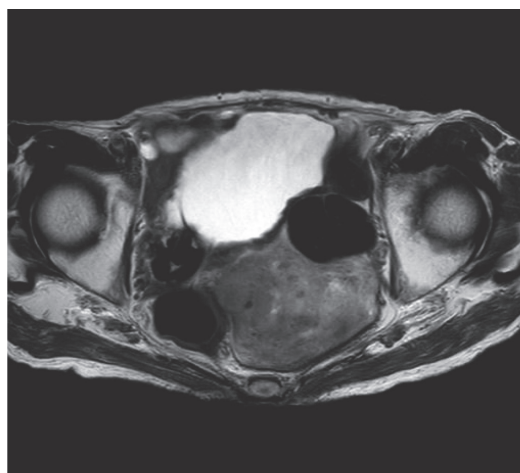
第42病日 骨盤部MRI (T2強調画像)
